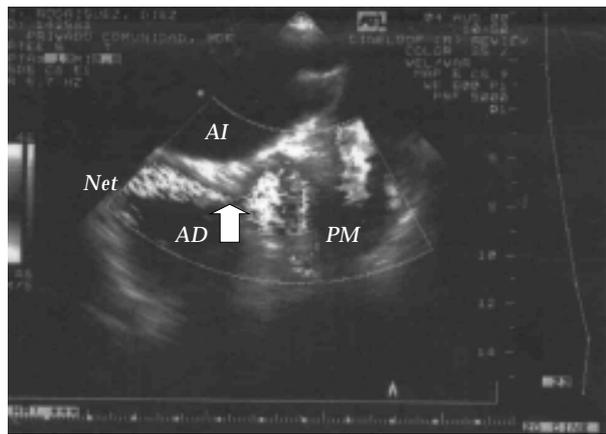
Trayecto fistuloso desde válvula aórtica a aurícula derecha, imagen obtenida por ecocardiograma transesofágico.
